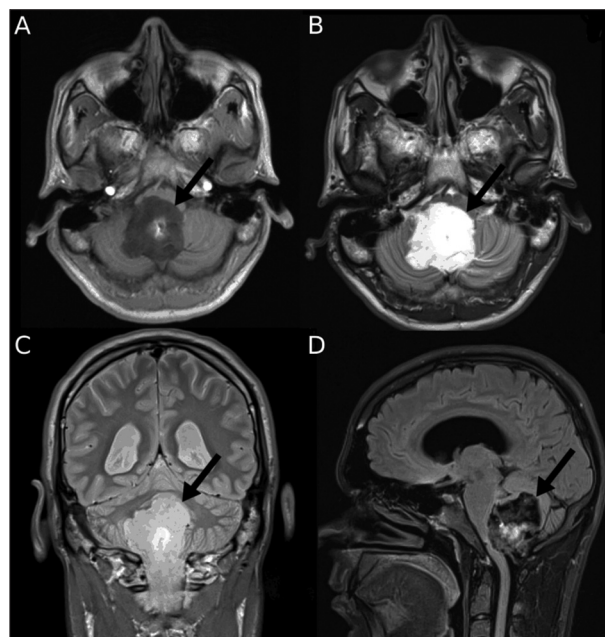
Conventional MR images of patient 1. The EC is indicated by the arrow. Axial T1-weighted MRI (A), axial T2-weighted MRI (B), coronal PD-weighted MRI (C) and sagittal FLAIR (D)
